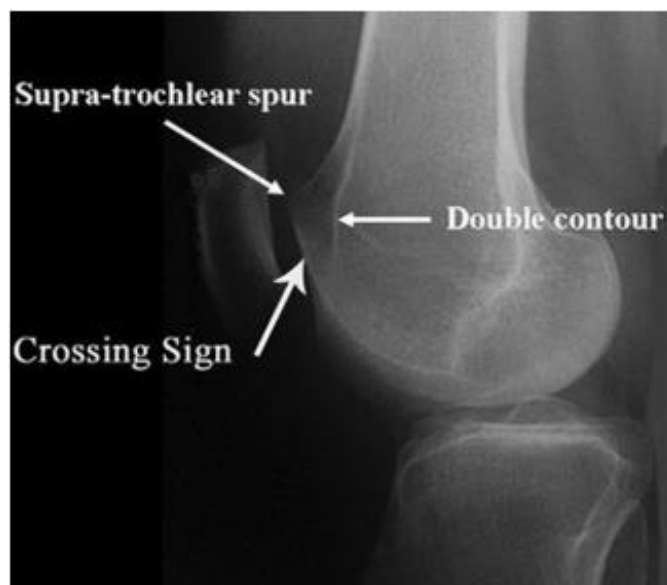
Radiographie du genou profil : montrant les constatations de la dysplasie trochléenne (54)
